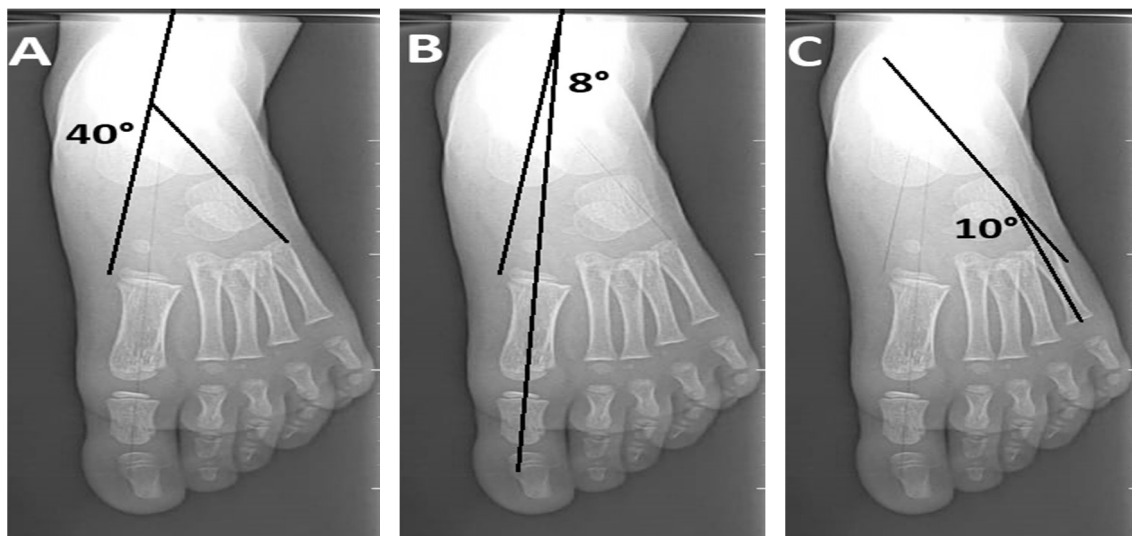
Radiographies pré opératoires face d'un enfant de 5 ans (Cas numéro 4) ,ayant un pied plat idiopathique qui montrent la perturbation des angles.
